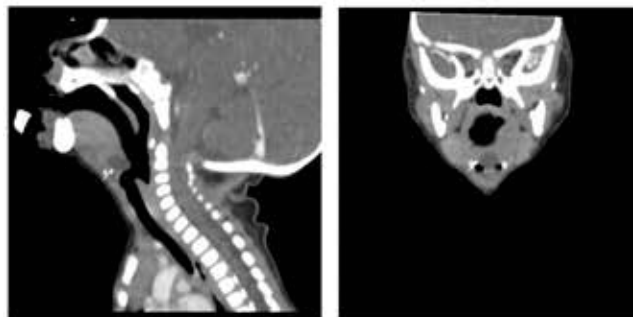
Tomografía computarizada contrastada de corte sagital y coronal, respectivamente, que señala con una flecha blanca un quiste tirogloso lingual.
